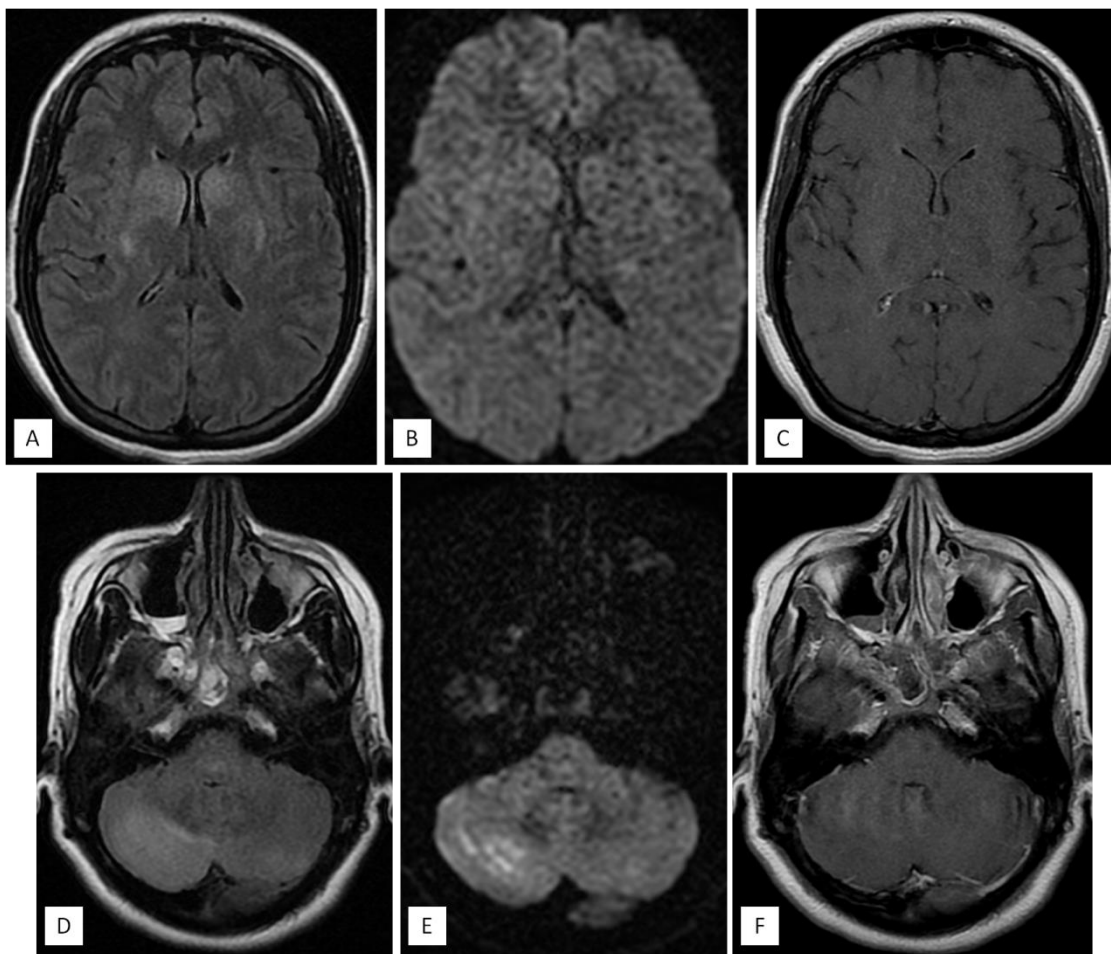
L'IRM cérébrale objective la présence d'un hypersignal T2 et FLAIR cortico-sous-cortical fronto-pariétal, des noyaux caudés et lenticulaires (A) ; cérébelleux bilatéral et de la protubérance (D), non restrictif en diffusion (B) sauf pour l'hémisphère cérébelleux droit (E), et non modifié après contraste (C, F).
